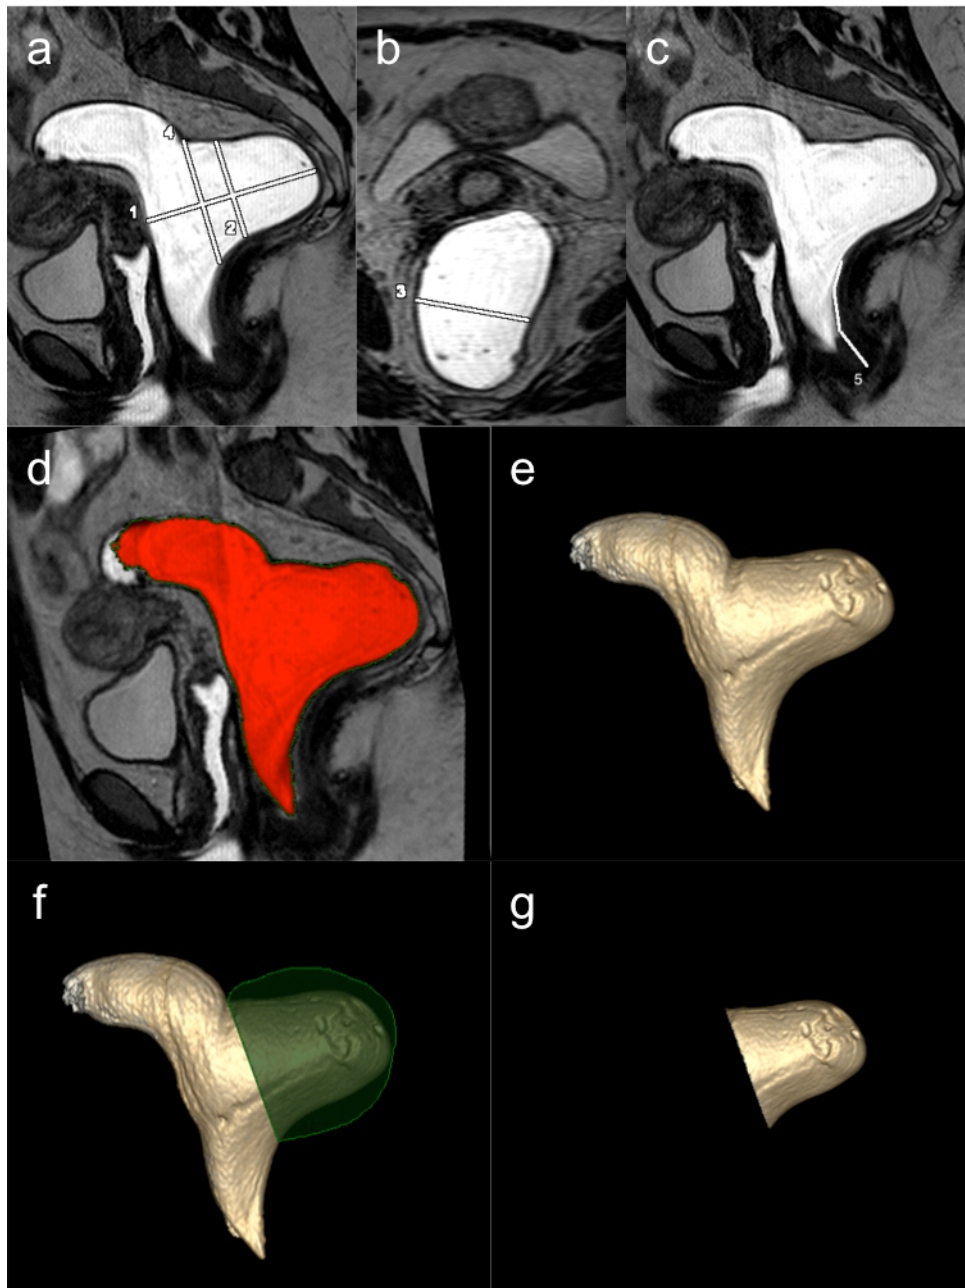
Reconstruction of the posterior rectal pouch in multi-oblique and volume rendering on a T2-weighted 3D sequence to measure its dimensions and volume
